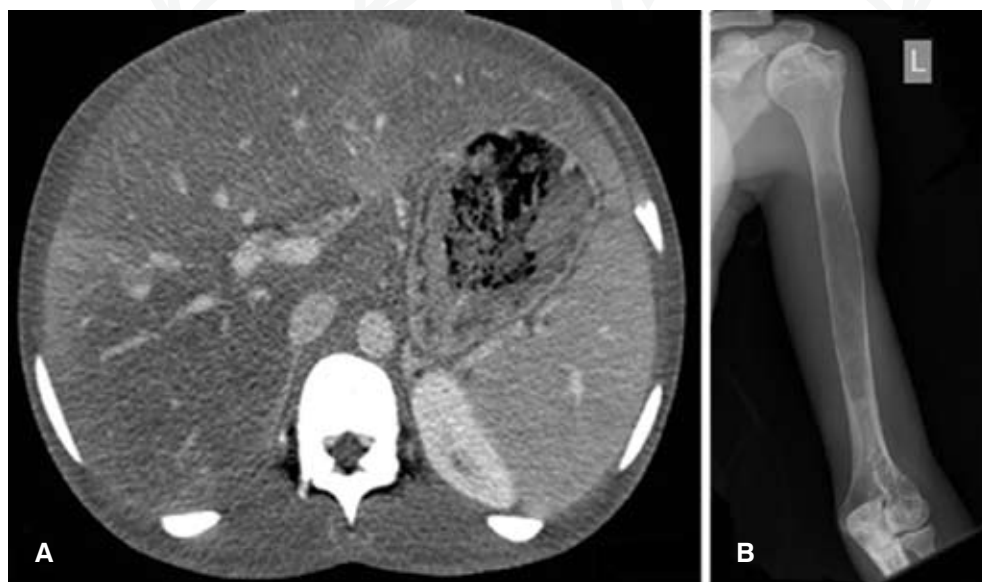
Hallazgos en estudios de imágenes. Tomografía de abdomen que muestra hepatomegalia (A) y rayos X que muestran compromiso infiltrativo de huesos largos (B).
